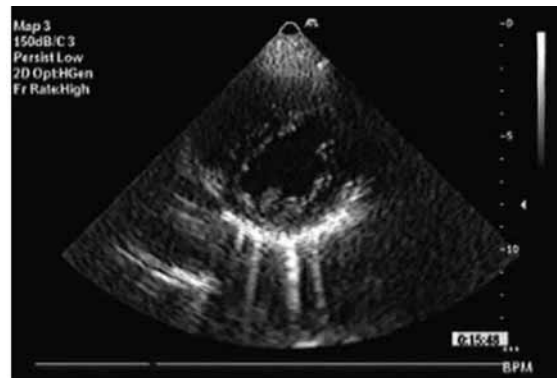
Ecocardiograma bidimensional, numa incidência paraesternal esquerda em eixo curto. Nota-se uma rectificação do SIV durante a diástole ventricular.
